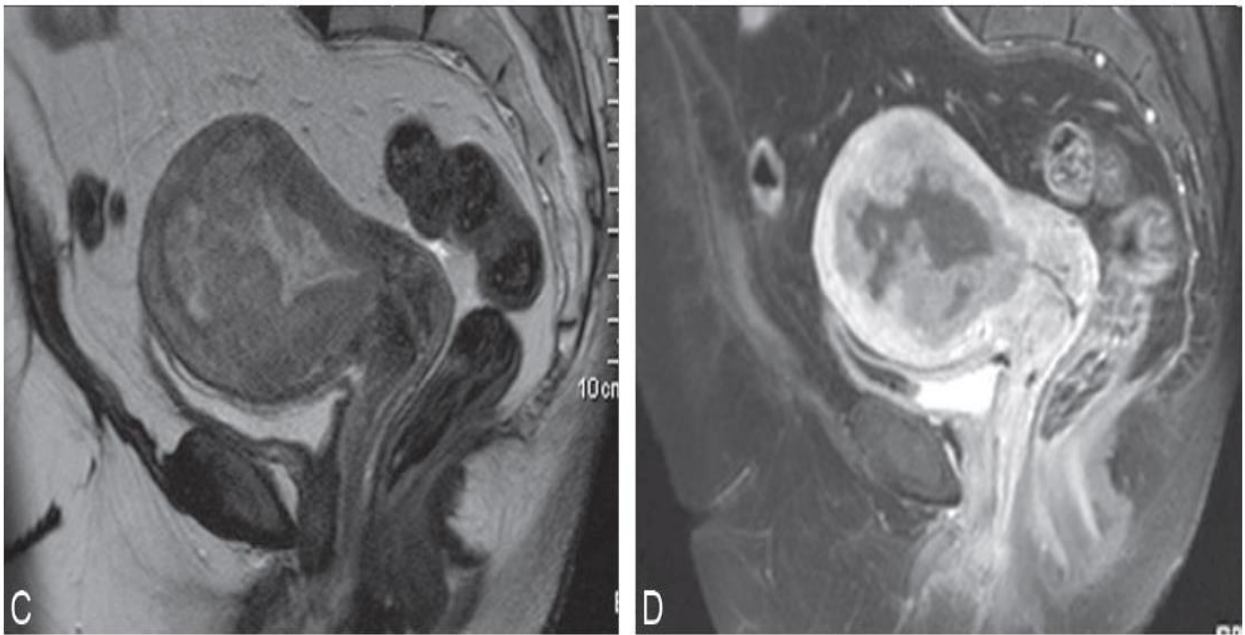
Coupes sagittales IRM réalisées dans le cadre du bilan d'extension du carcinome endométrial montrant un épaissement tissulaire endométrial diffus en signal T2 intermédiaire (c), se rehaussant de façon moindre par rapport au myomètre sain adjacent sur les clichés tardifs après injection (d).(94)
